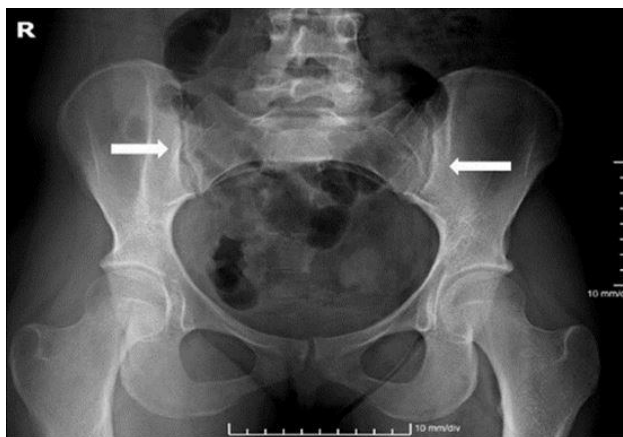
Radiografía de pelvis ósea, con disminución de la densidad ósea, sacroileítis bilateral a predominio derecho. No lesiones osteoblásticas, ni osteolíticas.
